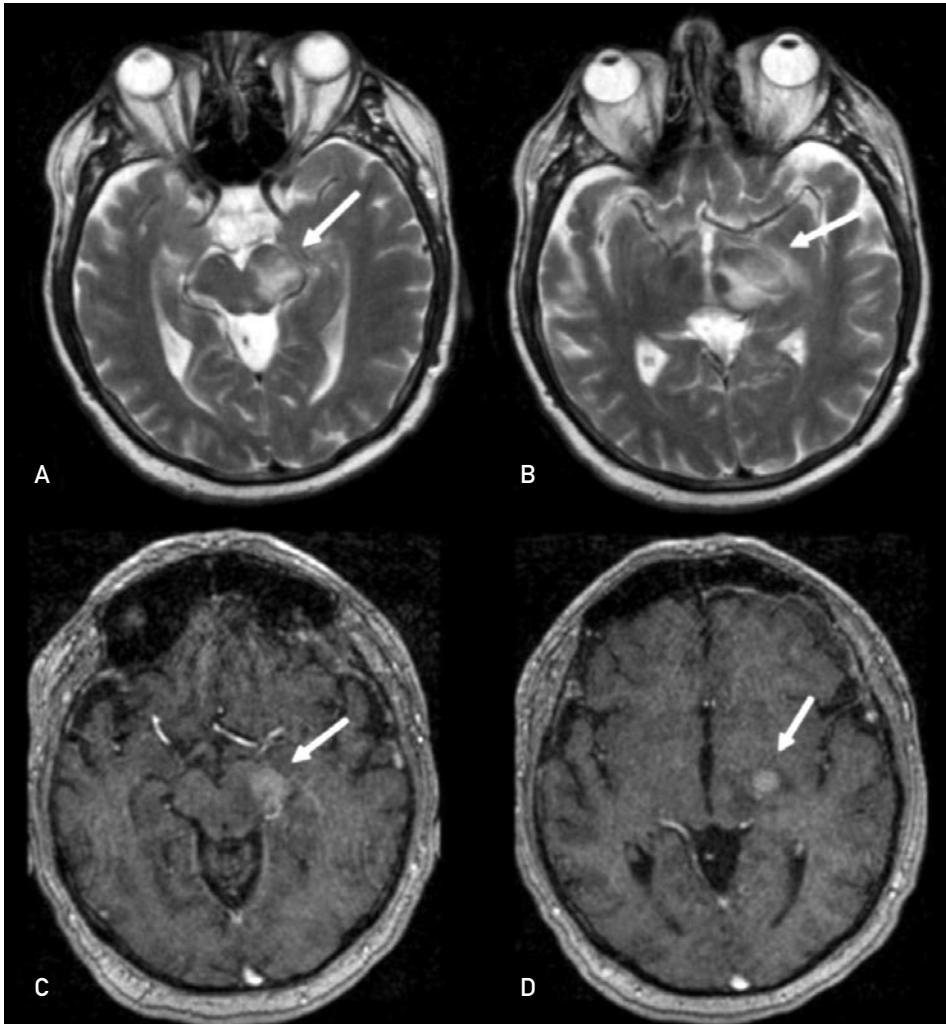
Linfoma cerebral primario. A, B: RM axial potenciada en T2. Lesión hiperintensa de contornos mal definidos (flechas) que afecta al mesencéfalo en el lado izquierdo e infiltra a nivel superior el tálamo. C, D: imagen axial potenciada en T1 con gadolinio. La tumoración presenta un realce homogéneo e intenso (flechas).
